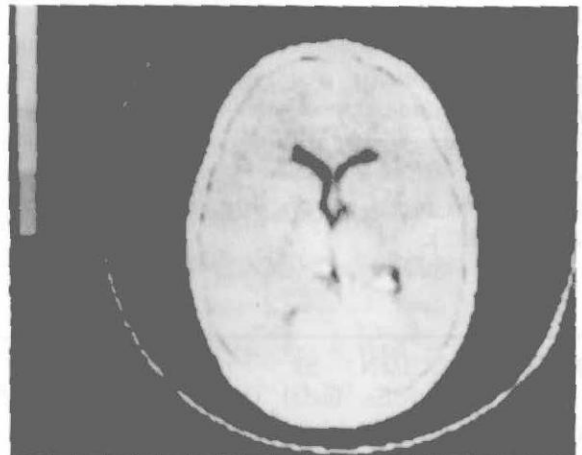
Paciente 1; Tomografía computada con asimetría craneana ipsilateral.
